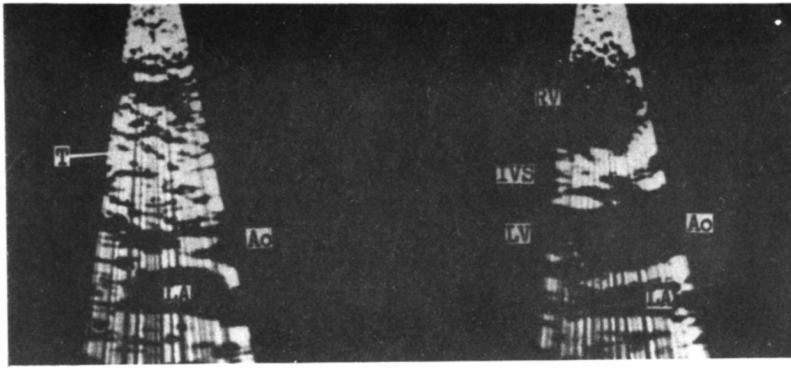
Stop-frame diastolic and systolic images of the parasternal long-axis view. Note the large tumor echo (T) in RV in diastole (left panel), which is not seen in systole (right panel).
